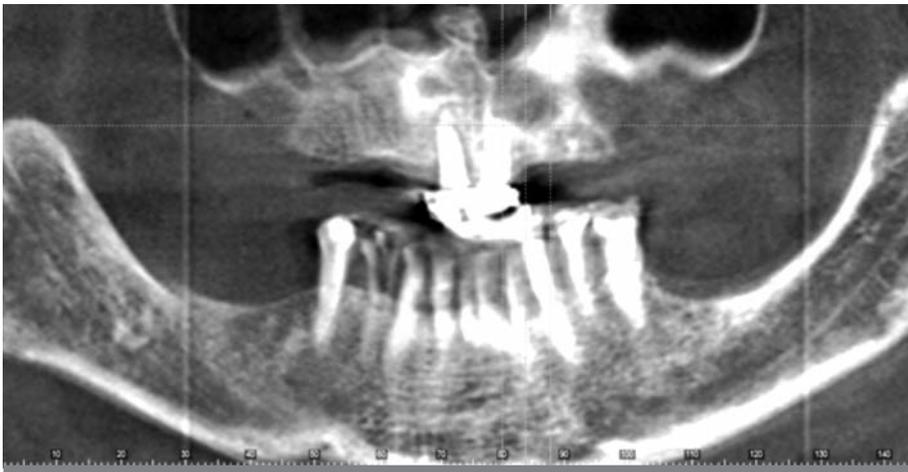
TAC del paciente.
